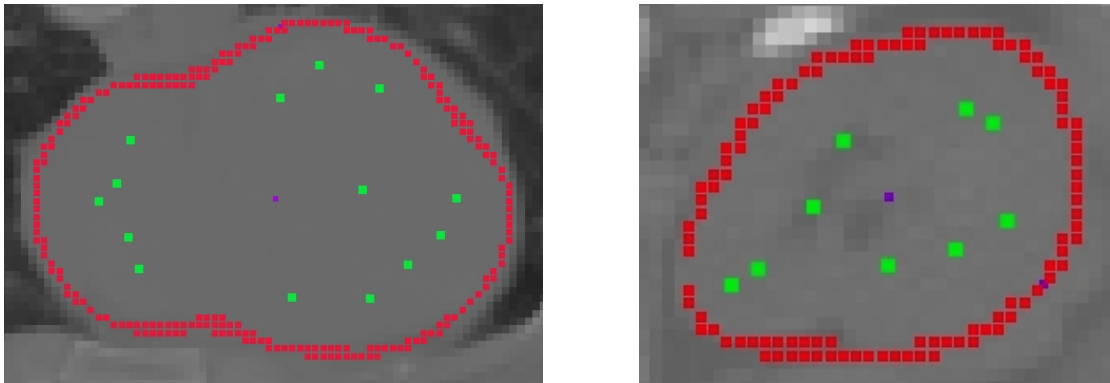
Modell-Quellenverteilung für CT 260 Herz (links), $M_{Herz} = 212,7$ bei $\sigma_{T260} = 2$, und CT 238 Niere (rechts), $M_{Niere} = 771,2$ bei $\sigma_{T238} = 2$
